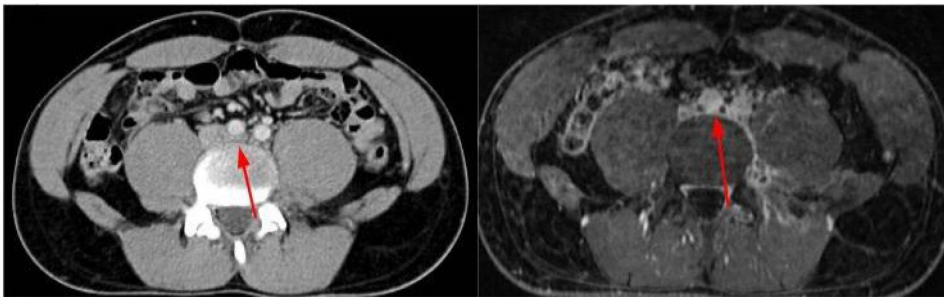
Cortes axiales de tomografía y resonancia magnética con inyección de contraste. Se observa severa compresión de la vena iliaca primitiva izquierda por la arteria iliaca derecha (flechas rojas). Además, se asocia a signos de trombosis venosa profunda que compromete a la vena iliaca. Hallazgos compatibles con síndrome de May-Thurner.
